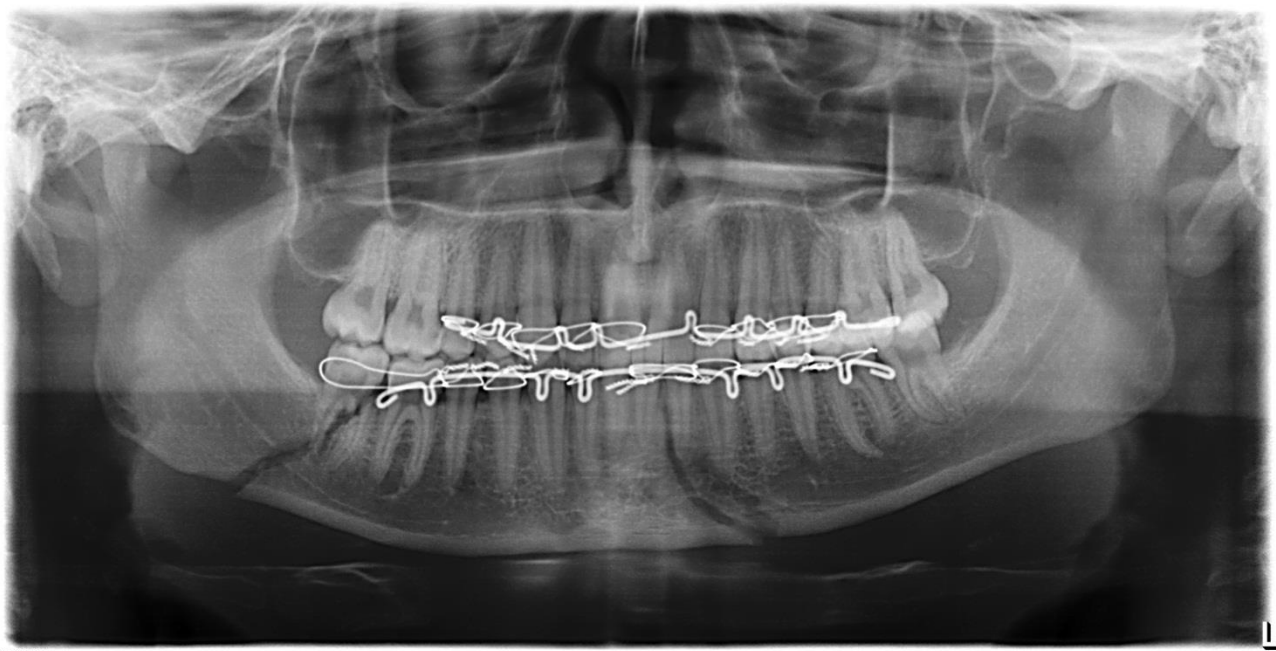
Фотография рентгенограммы нижней челюсти больного К. История болезни № 201. Диагноз: двухсторонний перелом нижней челюсти в области 32 и 47 зубов. Степень неблагоприятия перелома 5 баллов. Перелом нижней челюсти со смещением отломков, сопровождаемый разрывом сосудисто-нервного пучка.
